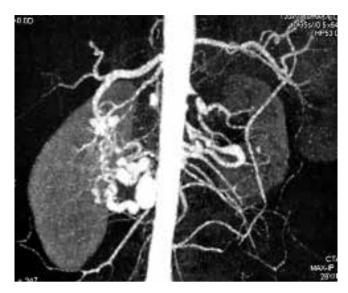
МСКТ аорты с внутривенным контрастированием от марта 2017 г.: уменьшение объема левой почки со снижением ее перфузии, окклюзия чревного ствола с развитием массивной сети коллатеральных аневризматически измененных сосудов и мешотчатой аневризмой 12 × 17 мм Fig. 1. Spiral computed tomography of the aorta with intravenous contrast performed
